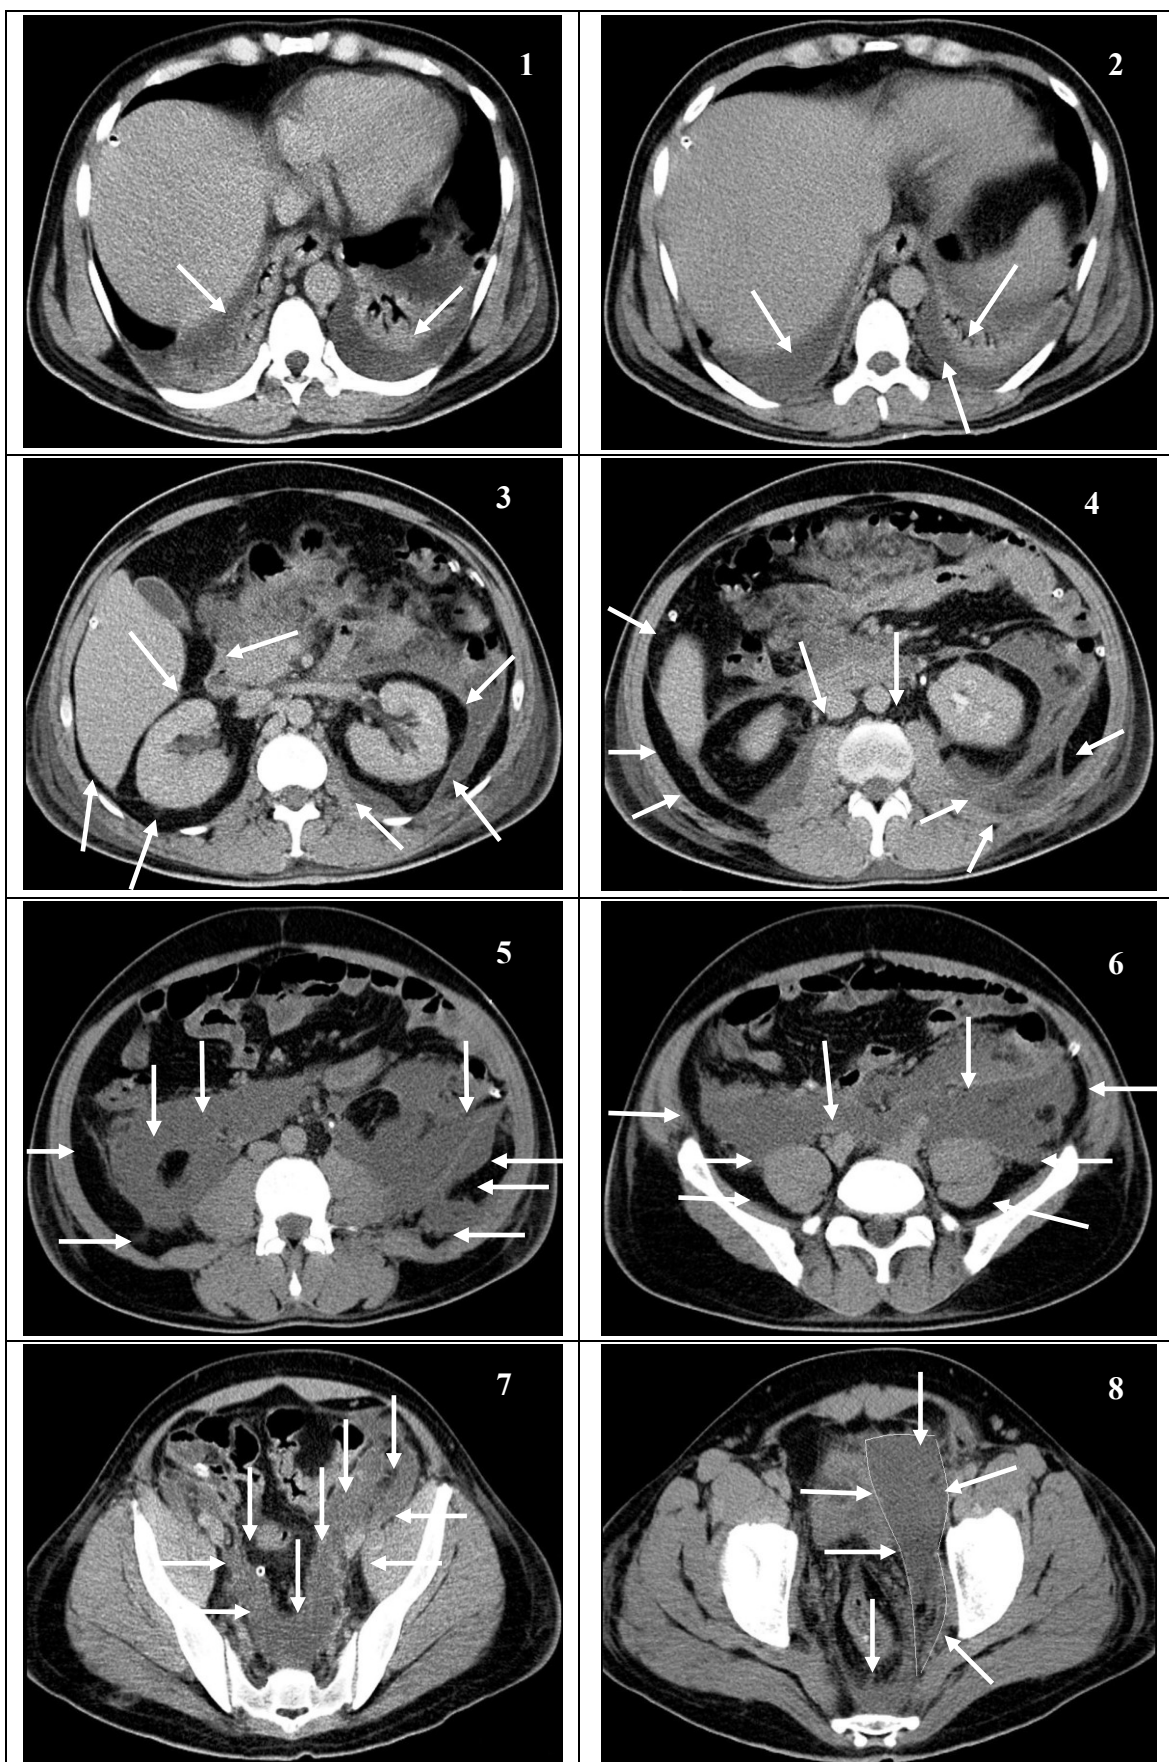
TC axială a pacientului B.cu formarea căilor patologice de răspândire a sângelui în spațiul retroperitoneal.
